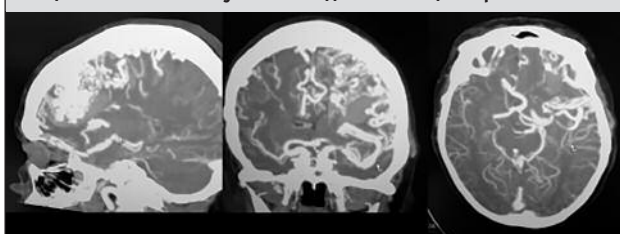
КТ-ангиография (3D-моделирование) головного мозга пациентки М. на 3-и сутки нахождения в стационаре
